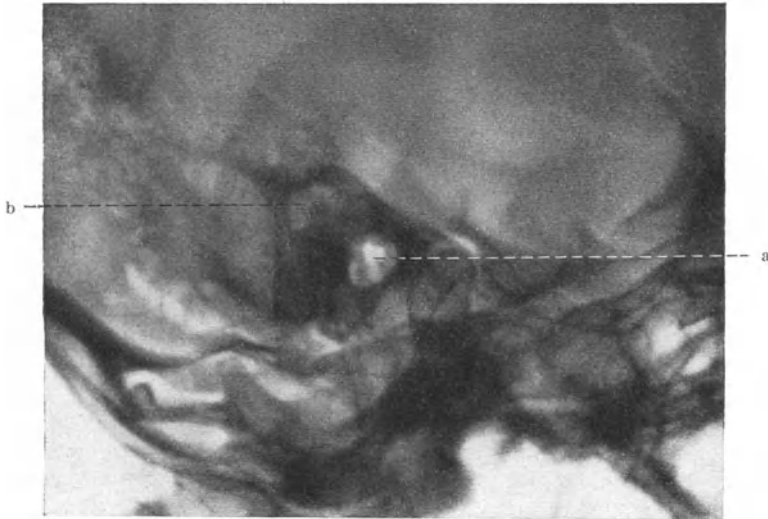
a. Röntgenbild eines Warzenfortsatzes mit Cholesteatomhöhle. a Äußerer Gehörgang, b Cholesteatomhöhle in der Antrumgegend.
